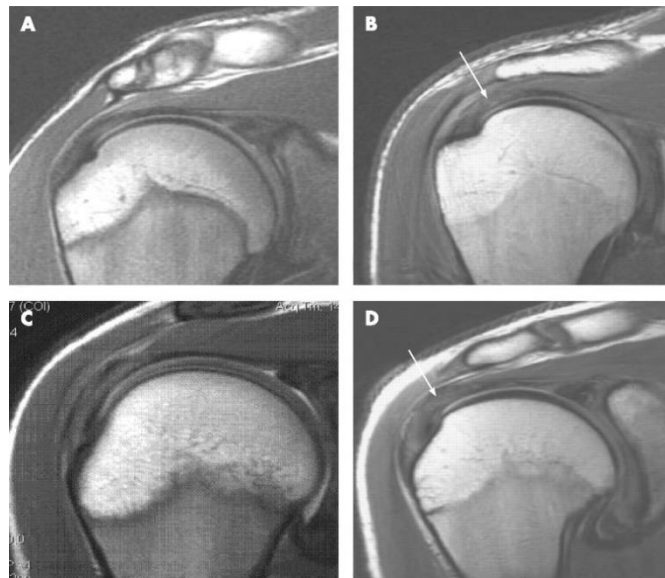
Resonancia magnética de hombro que muestra tendinitis del supraespinoso. Fuente: Mya Lay Sein et al (36).
